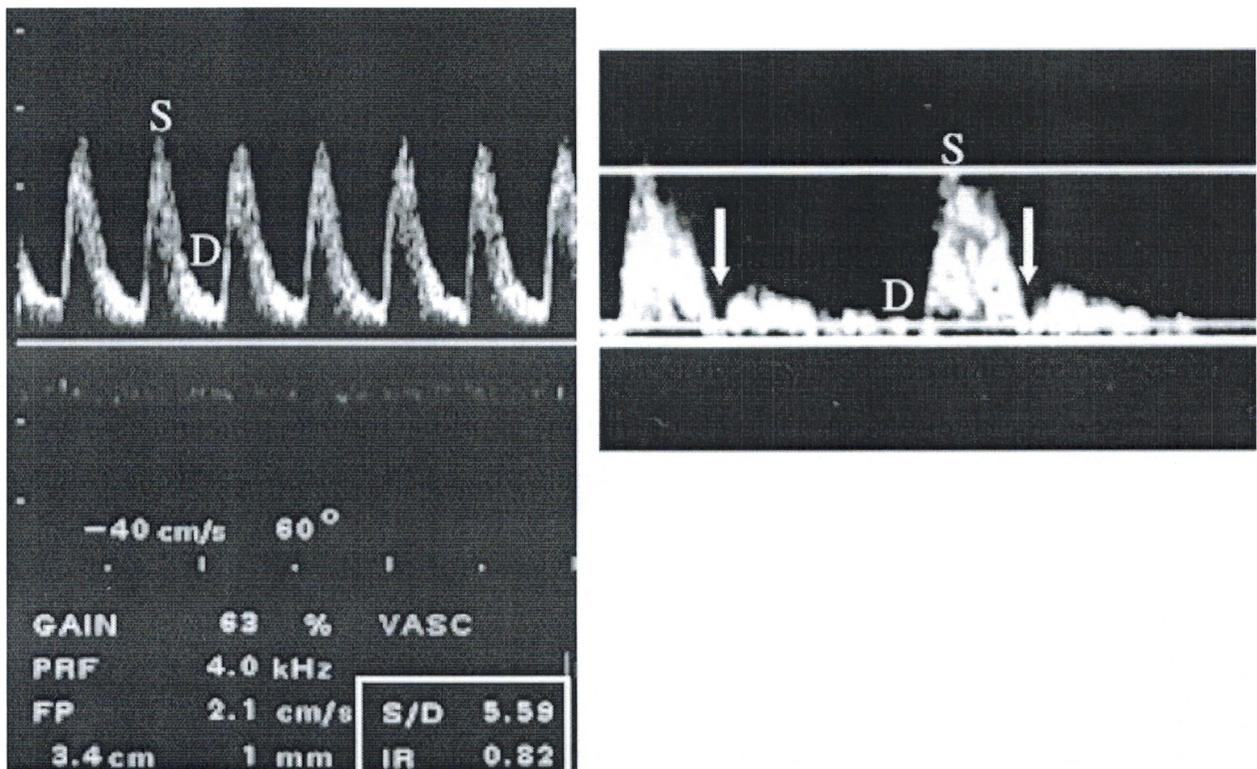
A gauche, spectre doppler de l'artère ombilicale normal (S pic systolique ; D pic diastolique).
